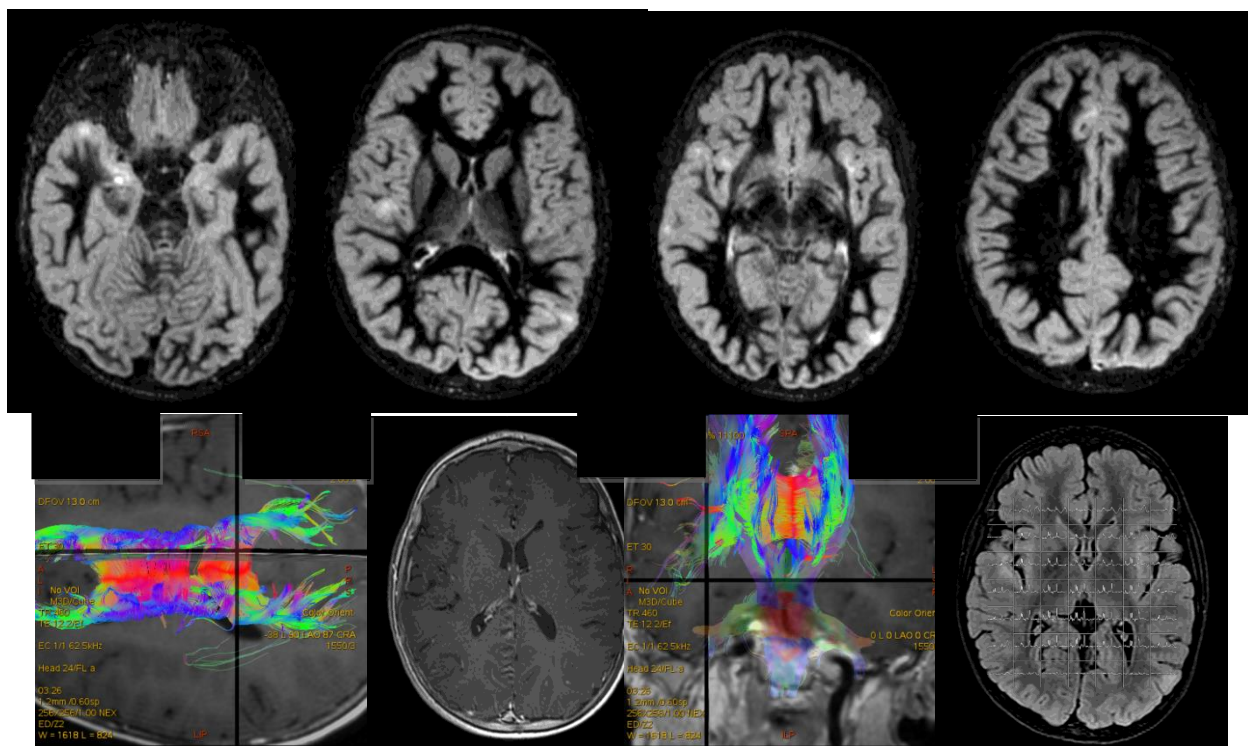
МРТ головного мозга пациента Ш., 10 лет. История болезни № 9756, 2013. Давность болезни – 3 года. Диагноз: Энцефалит сочетанной этиологии (ВПГ 1,2, токсоплазма), хроническое рецидивирующее течение (3 обострения в анамнезе)
